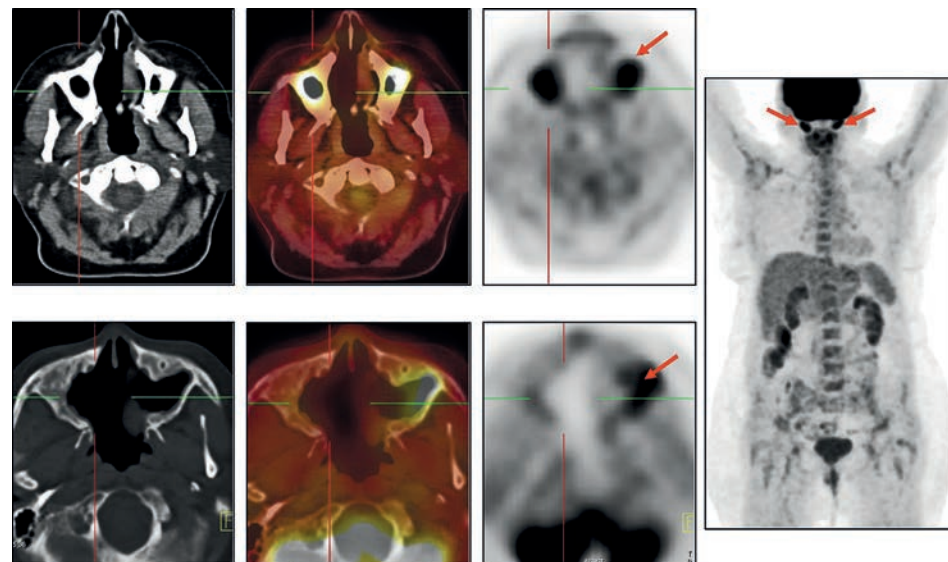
ГПА с поражением верхнечелюстных пазух: ПЭТ/КТ выполнялась больной после комбинированного лечения рака шейки матки для исключения прогрессирования
